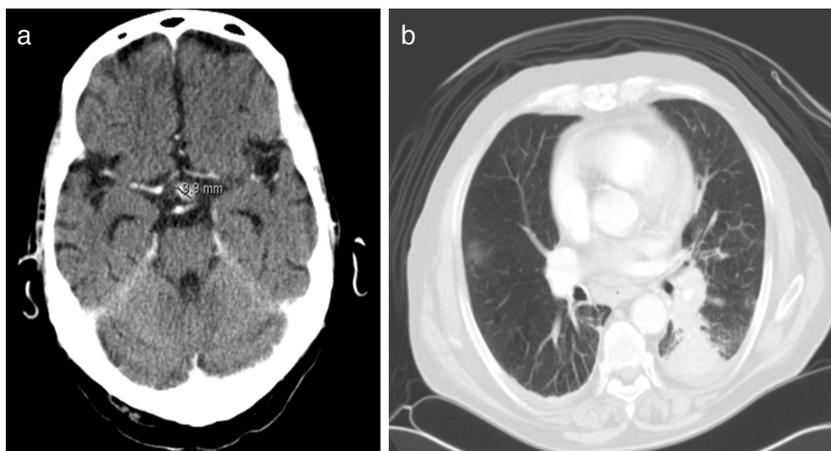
a) TC craneal: lesión hipofisaria. b) TC de tórax: lesión en lóbulo inferior izquierdo indicativa de malignidad.
